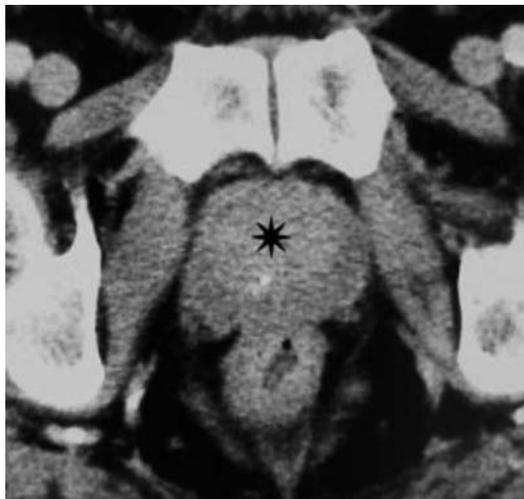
Tomografia computerizzata. Adenoma prostatico. La lesione (asterisco) è riconoscibile in quanto maggiormente iperdensa rispetto alla zona periferica
